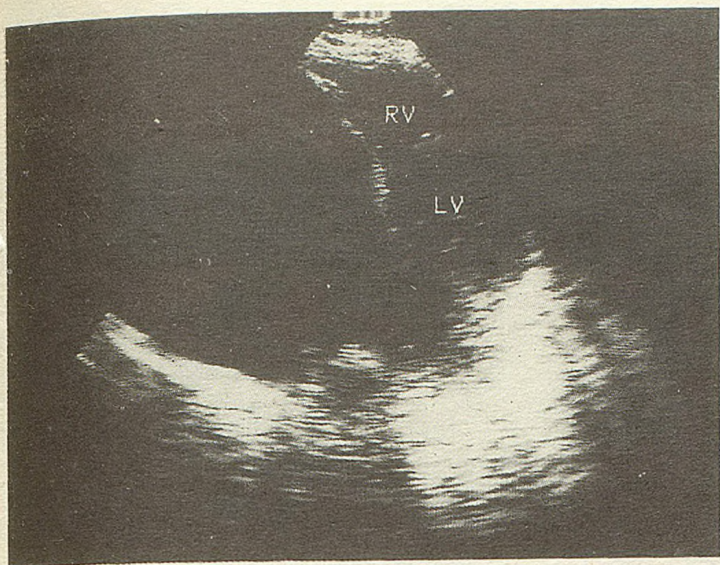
Эхокардиограмма больного С.
